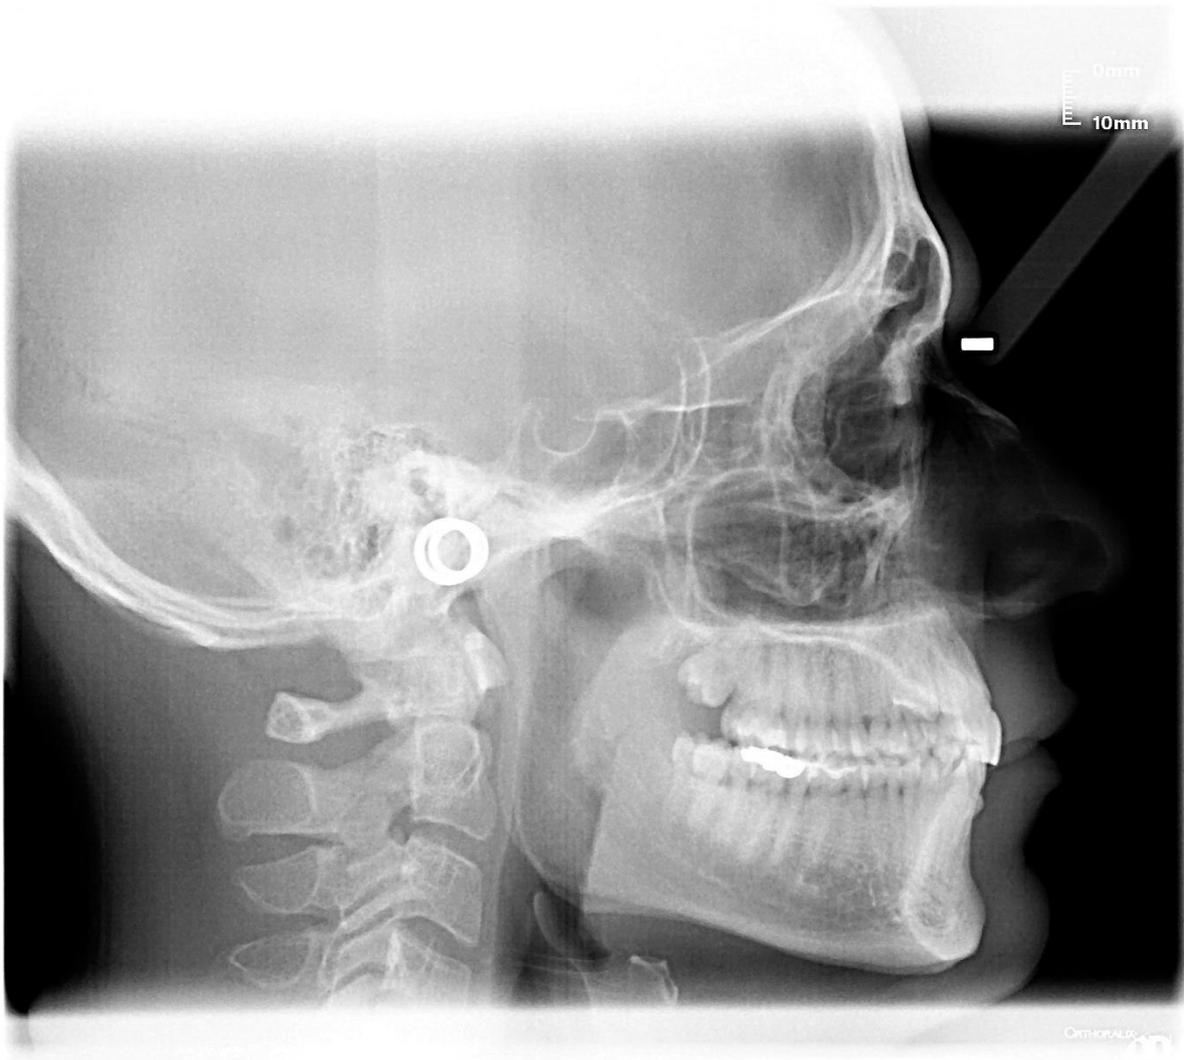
telerradiografía.
